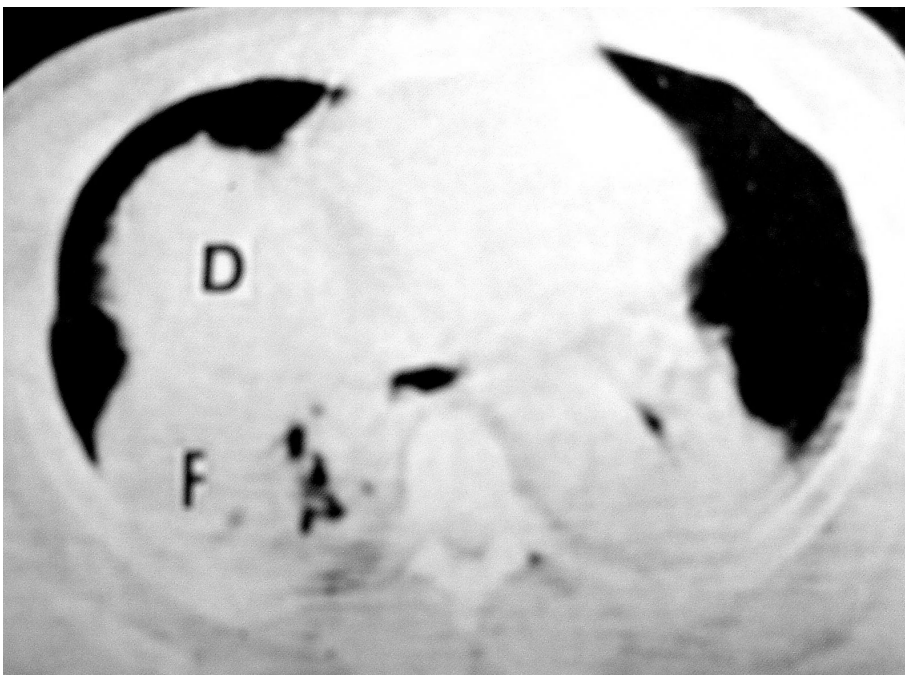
Tomografia computadorizada de tórax. A secção ao nível do diafragma direito, revela a presença de parênquima hepático (F) em continuidade com o restante do diafragma (D).
